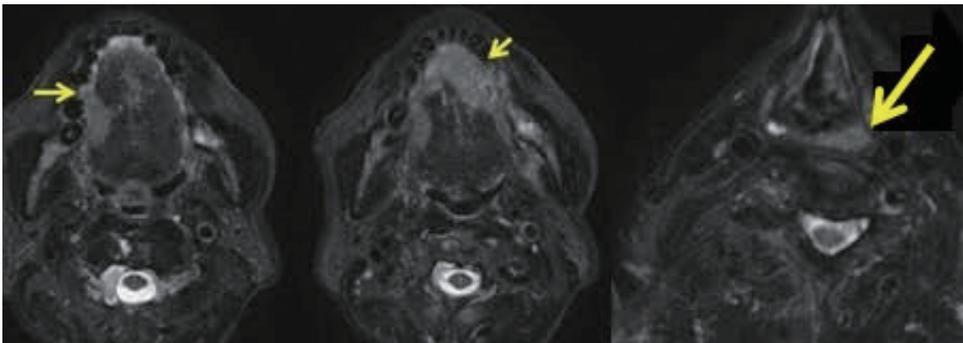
頸部MRI, STIR-T2WI像, 舌右縁(左), 口腔底前～左側(中), 輪状後部左側(右)に異常信号を認める。
